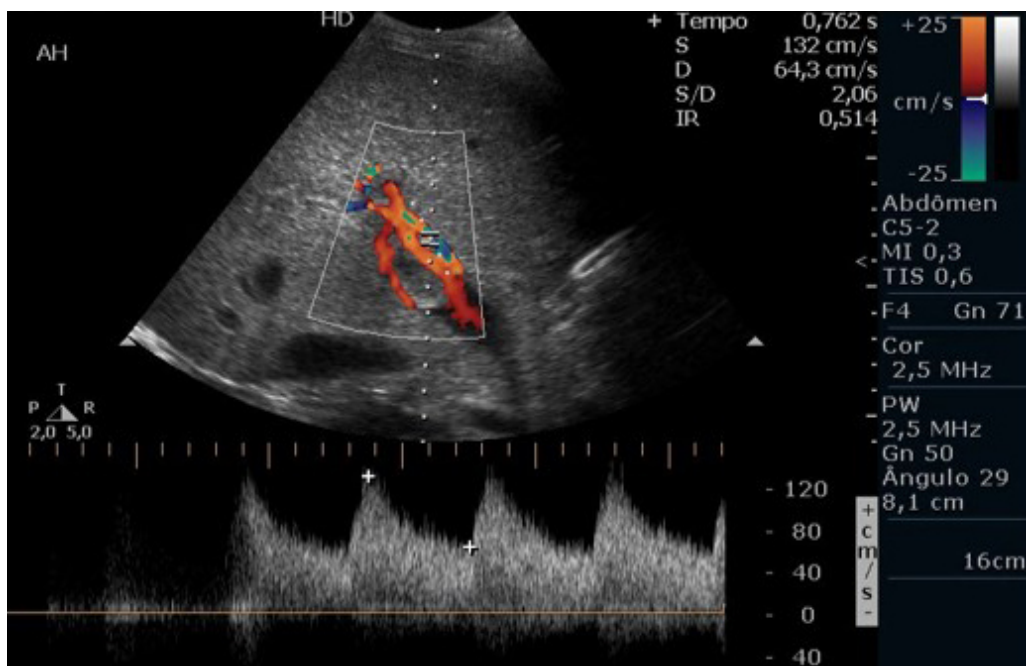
Doppler pulsado da artéria hepática
